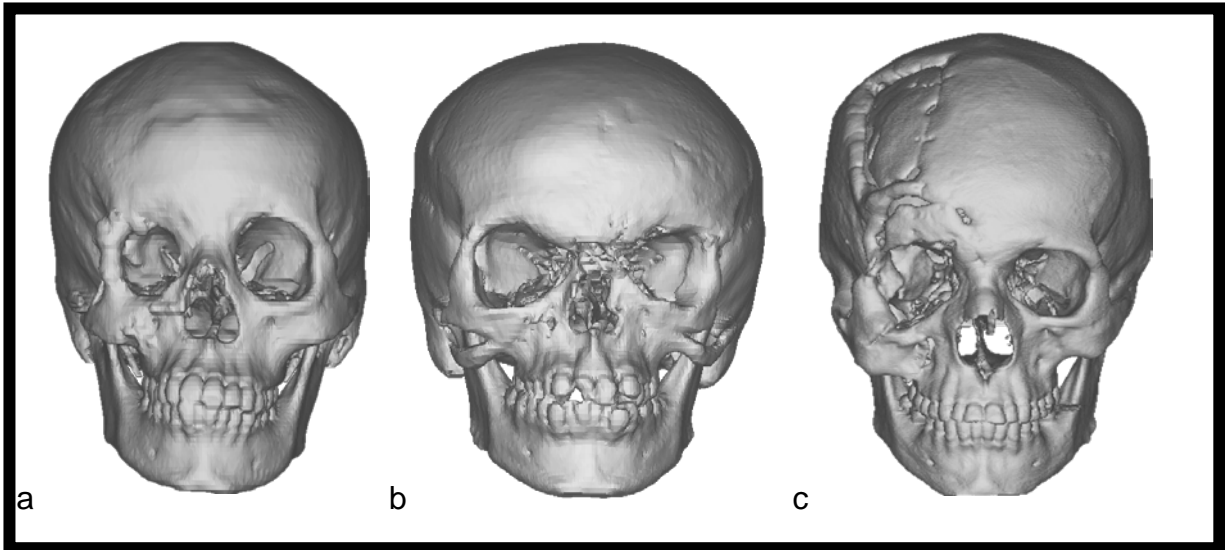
(a). Ejemplo de tomografía de paciente con anoftalmia congénita, (b) tomografía de paciente con anoftalmia izquierda secundaria a fisuras faciales, (c) y el caso de un adulto de un adulto secundario a trauma.
